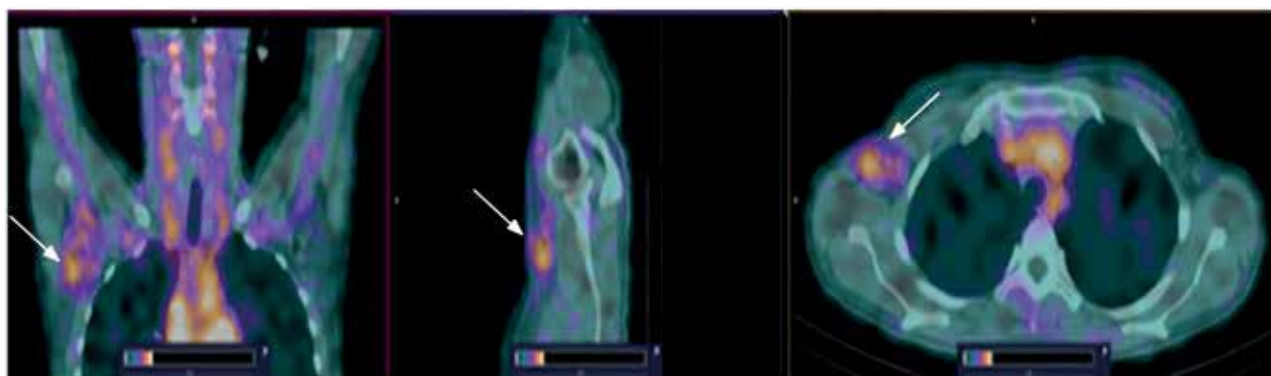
ОФЭКТ/КТ-изображения пациентки 11 с лимфомой Ходжкина через 2 ч после введения ^{99m}Tc -ТГ. Визуализируется увеличенный (до 2,2 см) правый подмышечный узел с повышенным захватом РФП ($\text{SUV}_{\text{max}} = 1,86$) (стрелки)
